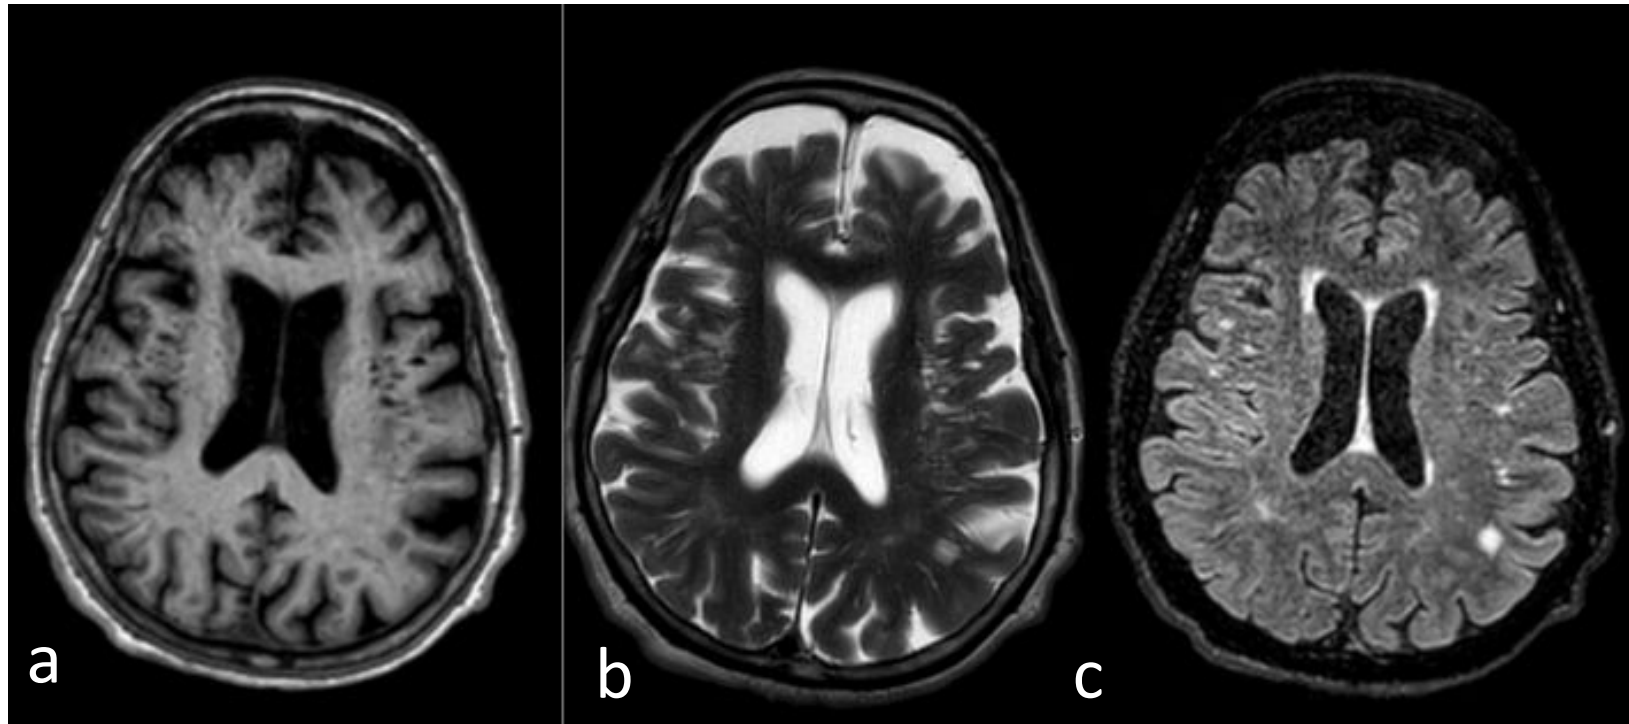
Adquisiciones axiales en secuencias T1, T2 y FLAIR donde aprecian imágenes subcorticales de comportamiento quístico similar a LCR en coronas radiadas. Compatibles con EVR dilatados.
